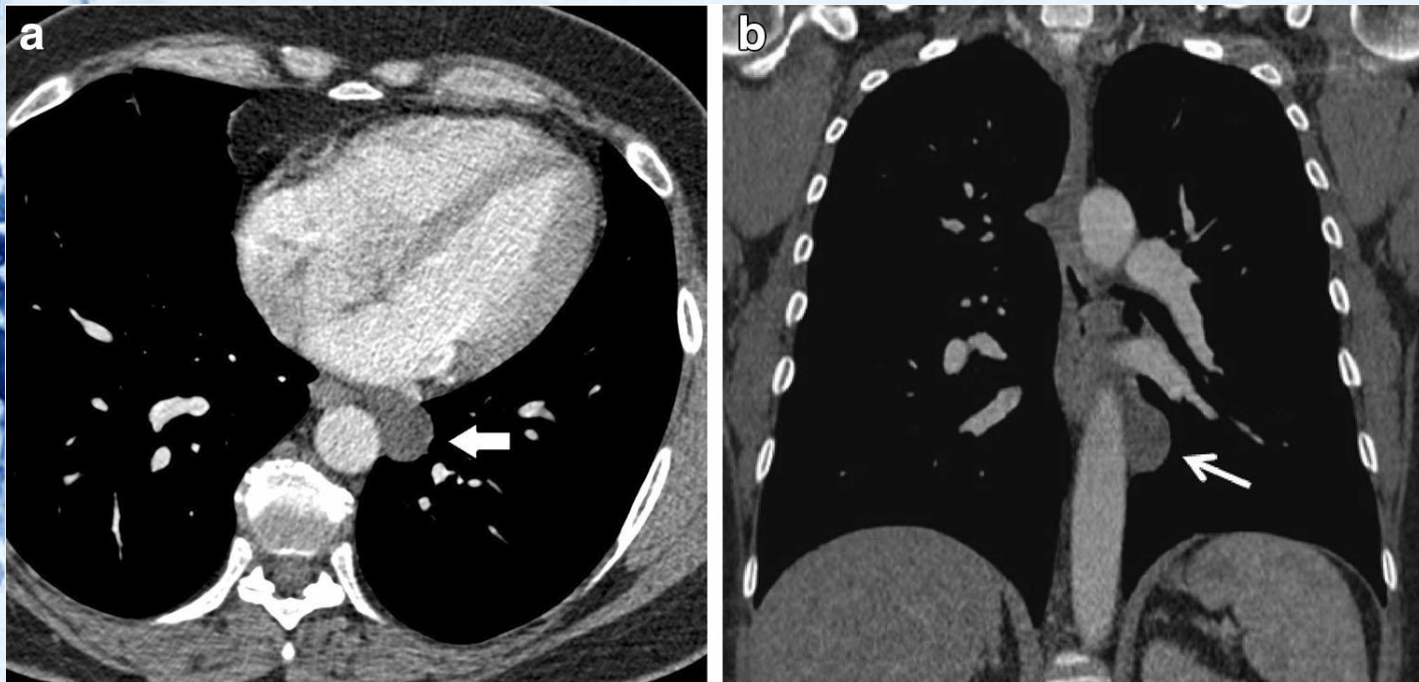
轴位CT增强扫描：左心房和降主动脉之间界限清楚的椭圆形病变（箭头所示）。冠状位增强CT：肿块无强化，肿块的衰减特征提示囊性病変（箭头所示）
